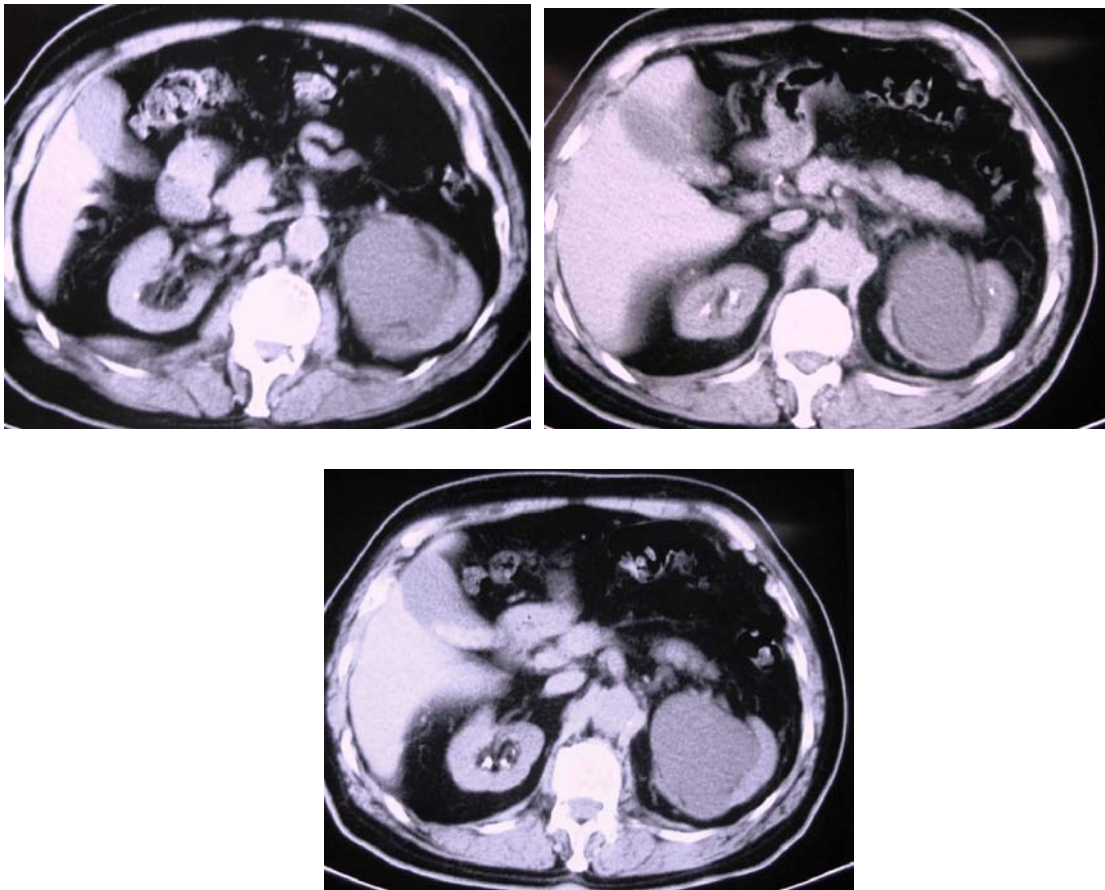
Imágenes de TC. Litiasis renal provocando ureterohidronefrosis
